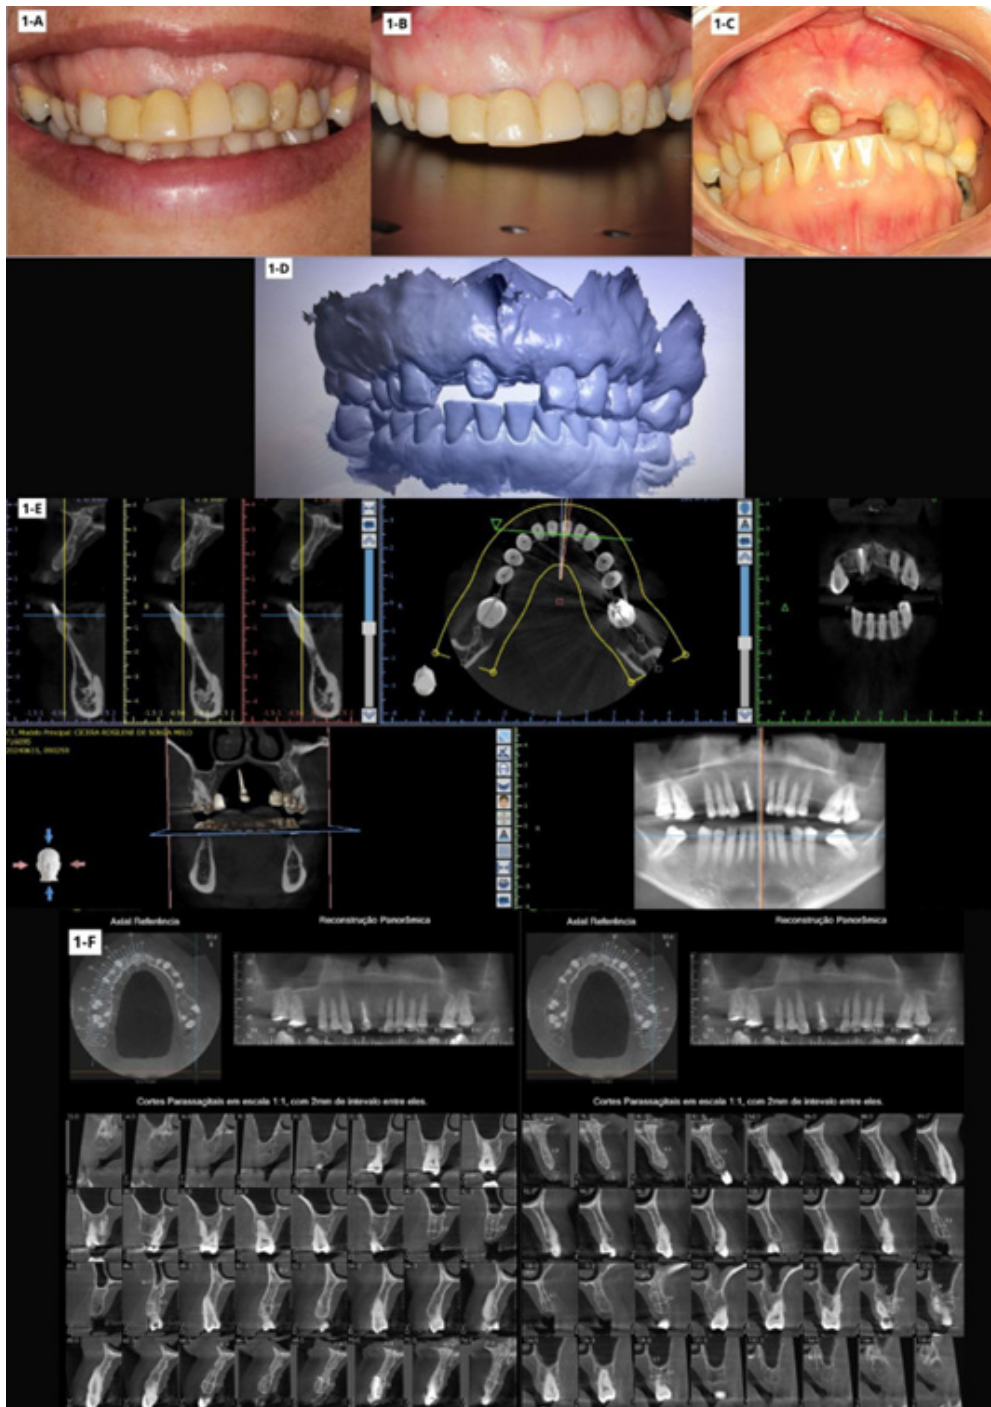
(A) Imagem inicial intra oral, visão do sorriso da paciente, evidenciando o sorriso gengival. (B) Fotografia clínica mostrando a ponte fixa provisória. (C) Fotografia clínica evidenciando o preparo protético 12. (D) Escaneamento intra oral. (E e F) Tomografia computadorizada de Feixe Cônico.
